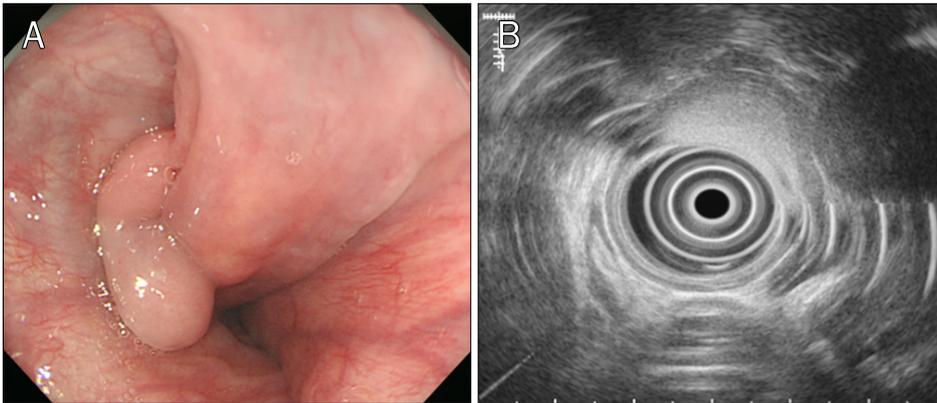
Endoscopic and endosonographic findings. (A) An about 10 cm sized sausage-shaped pedunculated polyp arises from the cervical esophagus. (B) Endosonography shows a hyperechoic homogenous lesion with clear margin on the third layer of the esophagus.
